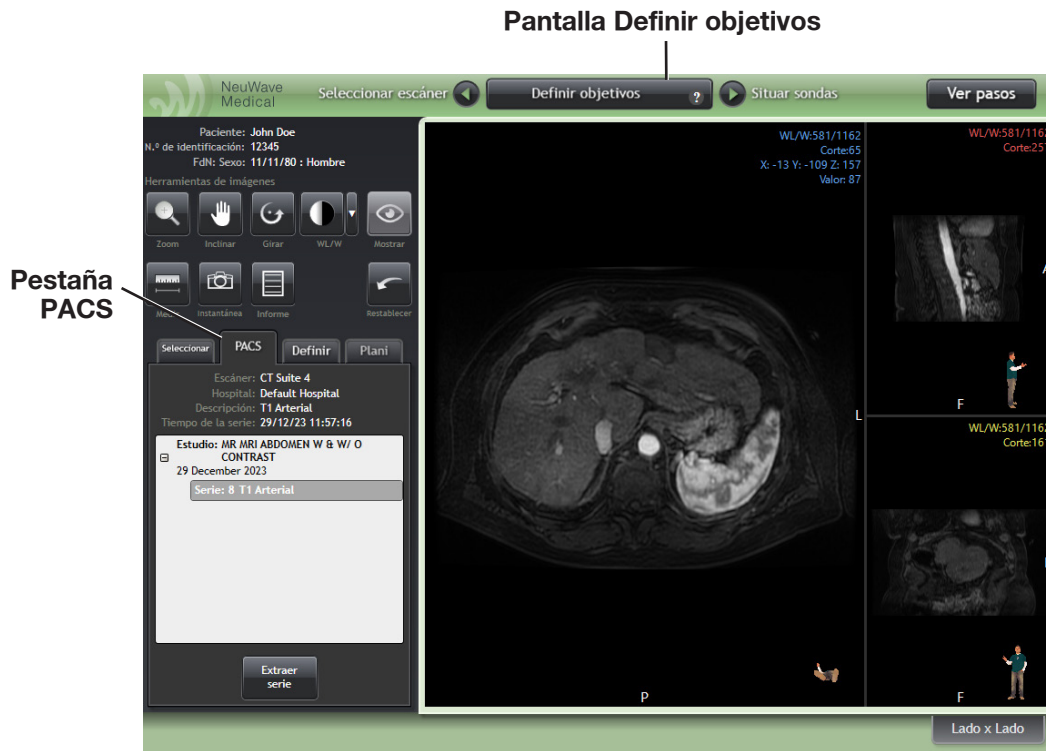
La pestaña PACS en la pantalla Definir objetivos. En la pestaña PACS se muestra una serie histórica de RM. Se seleccionó la serie y se descargaron (“extrajeron”) las imágenes.
